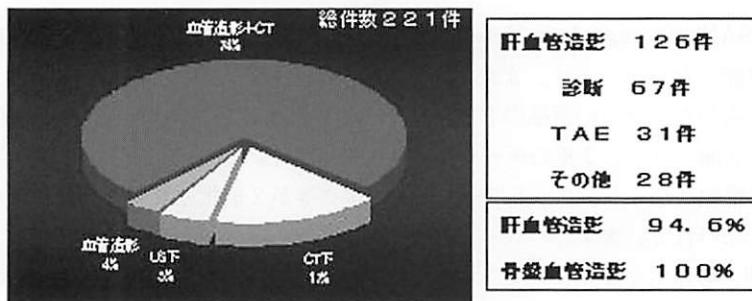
IVR-CTシステムにおけるCT使用状況
